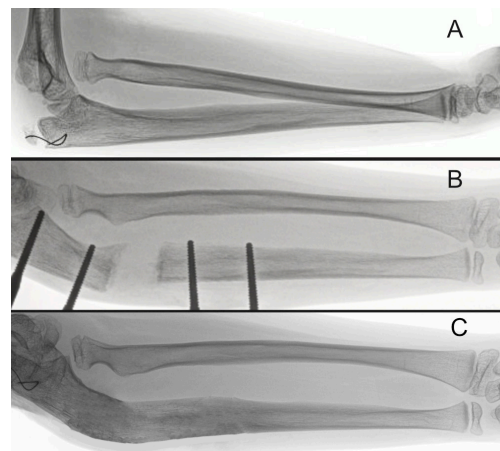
Técnica de corrección con fijador externo. A) Radiografía después de 3 años de la lesión inicial. Se observa un cerclaje de alambre en Olecranon, pues el diagnóstico original fue Fractura a este nivel, pasando por alto la luxación del Radio; B) Se observa fijador externo monolateral in situ, con diástasis y angulación del foco de osteotomía. La cabeza del Radio se encuentra reducida; C) Seguimiento a un año de retiro del tutor. Consolidación excelente de la osteotomía. La reducción Radio-Capitelar se mantiene.
